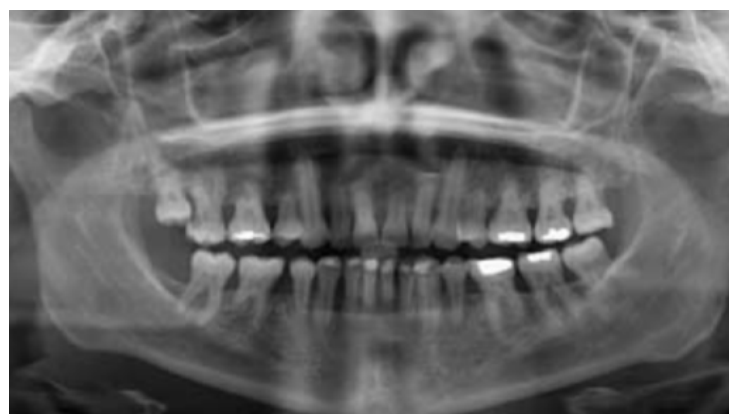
Ortopantomografía que muestra el ejemplo de una resorción radicular externa generalizada a razón de un tratamiento de ortodoncia sin control de fuerzas.
